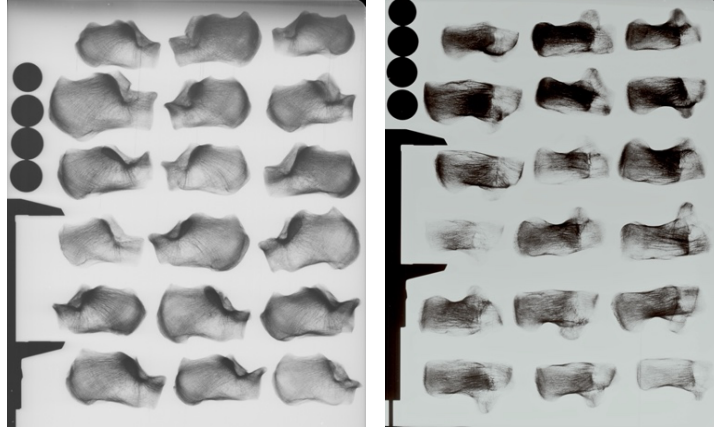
Röntgen çekimleri kasetin merkezine dik ve 1 m uzaklıktan yapıldı.
